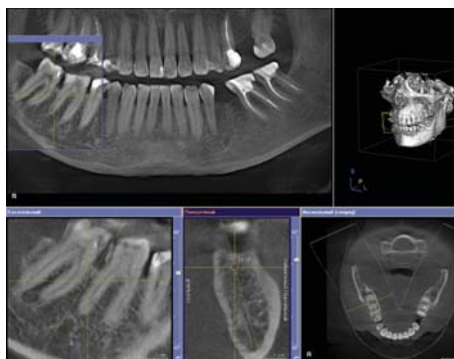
ХГП средней степени тяжести. ЗД КТ, нижняя челюсть.
